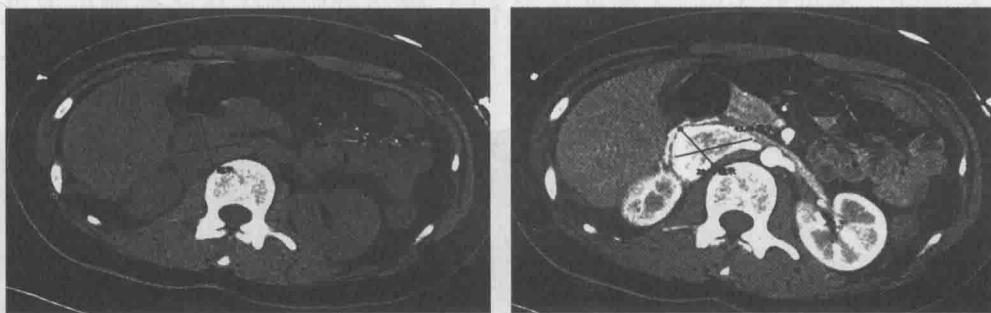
腹部增强 CT 示右肾上腺区肿块，明显强化，与下腔静脉紧贴
